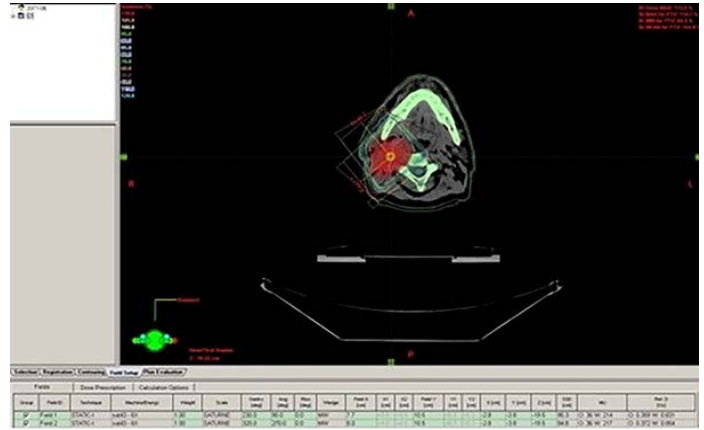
GTV, CTV, PTV ve kritik organların  $^{18}\text{F}$ FDG PET-CT füzyon görüntülerinin kullanılarak oluşturulması
